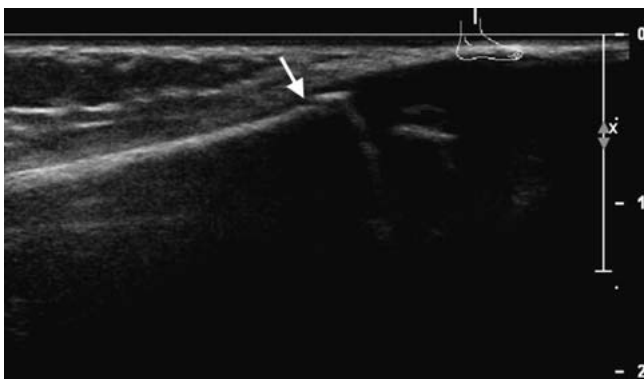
Stufe (↑) an der metaphysären Abschlussplatte in der Sonografie, keine Fraktur.
